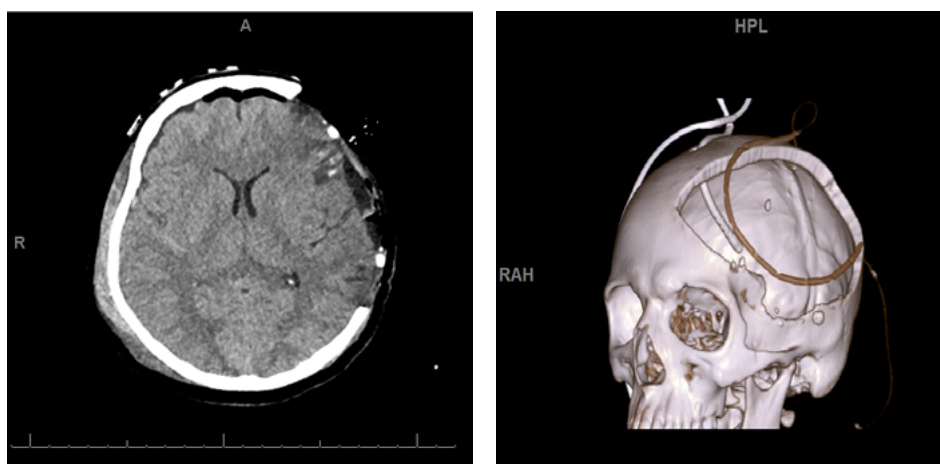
TC crânio pós-cirúrgica.
